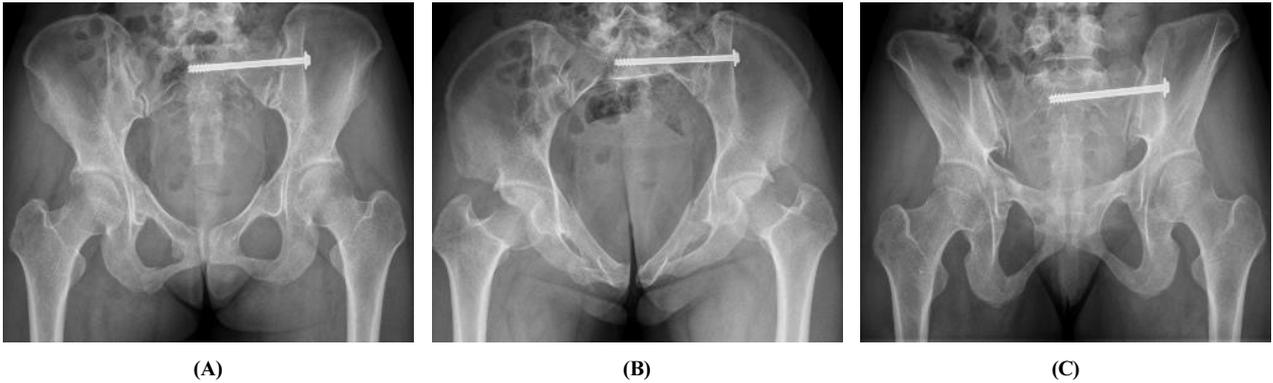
Pelvis x-ray images of patient. See healing state of fracture in both pubic rami, right acetabulum s/p screw in left SI joint. Pelvis AP view(A), Inlet view of pelvis(B), Outlet view of pelvis(C) on May 26, 2021.
